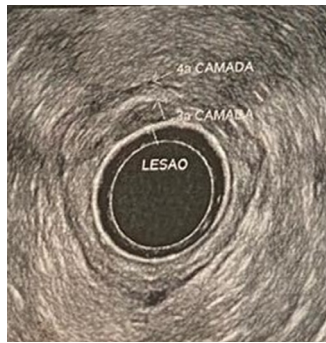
ULTRASSONOGRÁFIA ENDOSCÓPICA: LESÃO SUBEPITELIAL DE RETO COMPATÍVEL COM TUMOR NEUROENDÓCRINO DE RETO (T2 N0)
